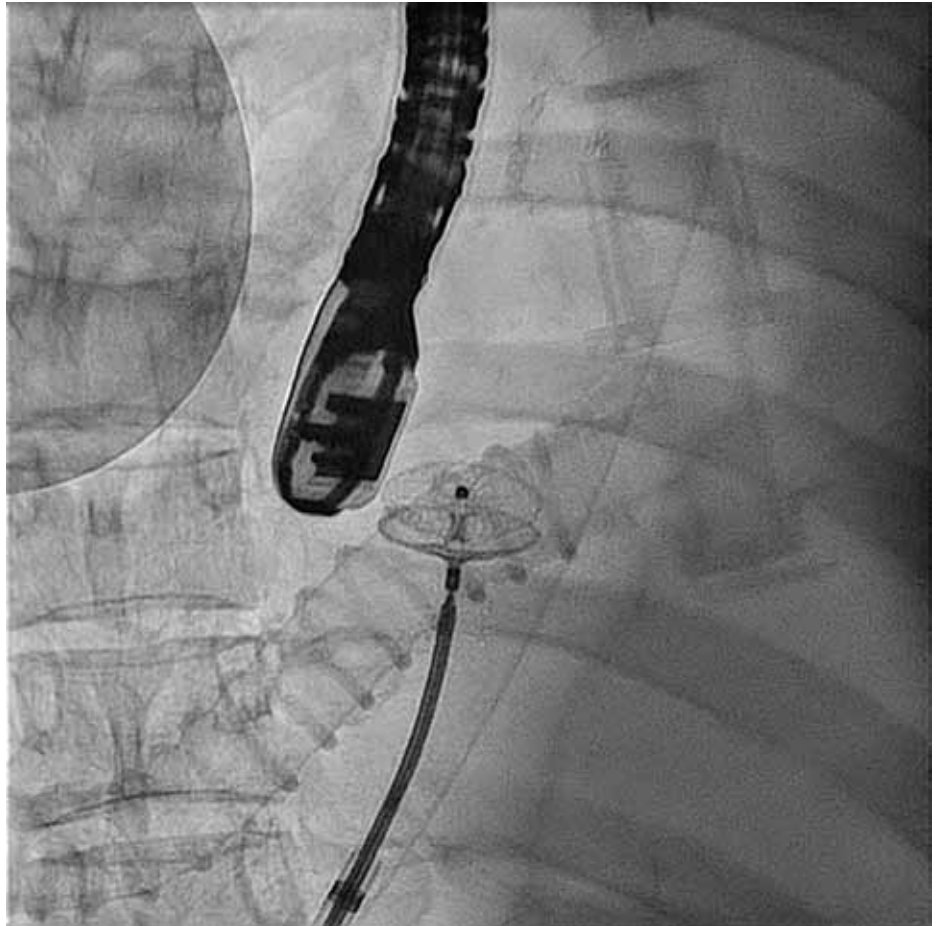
Visione angiografica durante l'impianto del device Amplatzer sotto guida ecocardiografica in paziente sottoposto ad intubazione oro-tracheale ed assistenza ventilatoria
